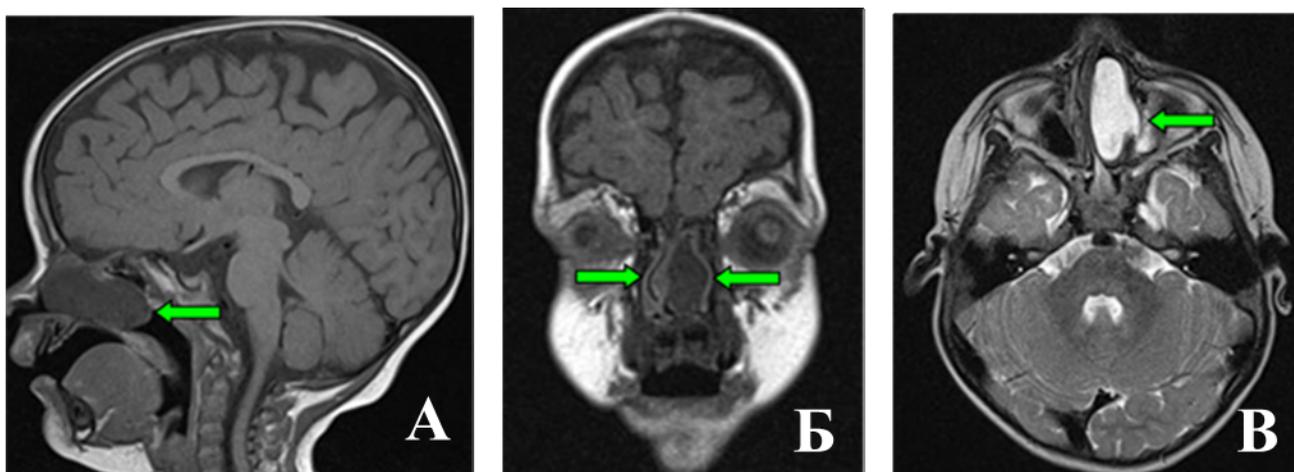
Пациентка Б-ва, 1 год 9 мес. МРТ-изображение головного мозга пациента с трансэтмоидальной черепно-мозговой грыжей: А - сагиттальный срез в T1 режиме, стрелкой указана черепно-мозговая грыжа, выполняющая носовую полость, Б - фронтальный срез в T1 режиме, стрелкой указана черепно-мозговая грыжа, смещение носовой перегородки вправо, В - аксиальный срез в T2 режиме, стрелкой указана черепно-мозговая грыжа, гиперинтенсивная в этом режиме
